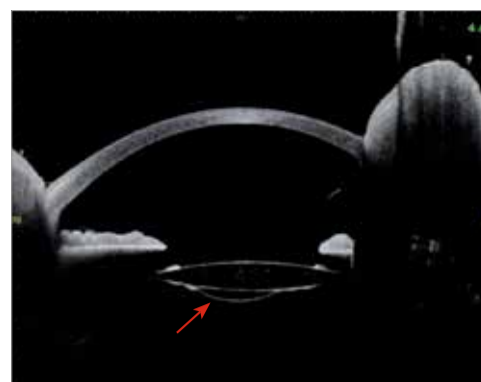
Оптическая когерентная томография переднего отрезка. Визуализируется куполообразный контур с арелфлексивным содержанием по задней поверхности ИОЛ (красная стрелка)
